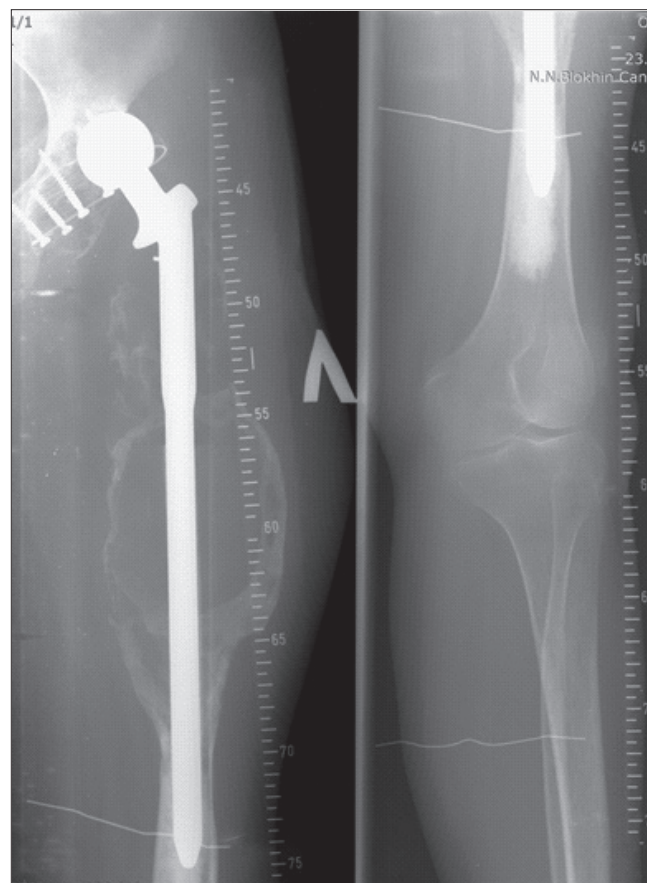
Рентгенография левого бедра и тазобедренного сустава перед повторной операцией
